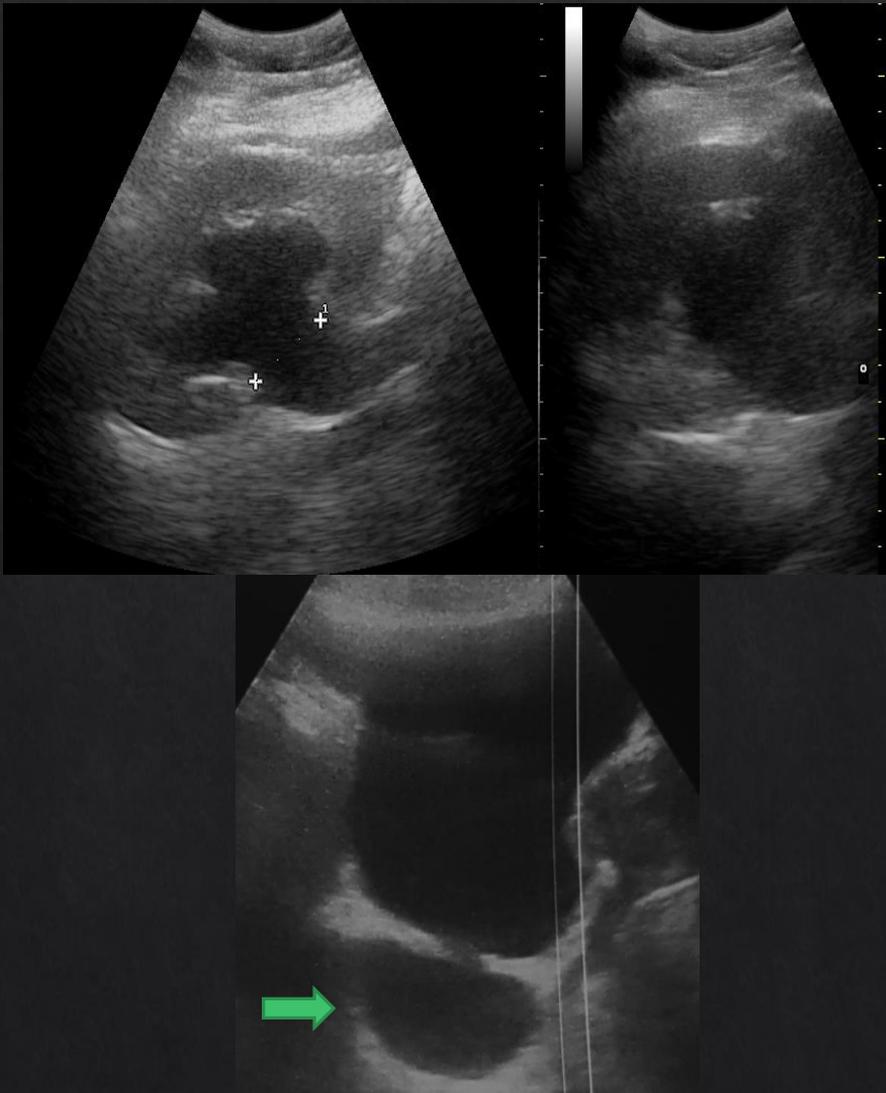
ecografía reno-vesical, se observa dilatación ureteropielocalicial derecha. A nivel vesical se observa saco diverticular en pared posterior (→).
